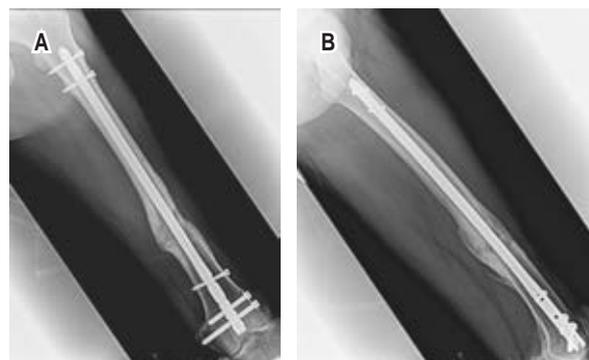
Radiografías. A) Anteroposteriores. B) Lateral de fémur, izquierdo a los 24 meses con regeneración ósea en su totalidad.
